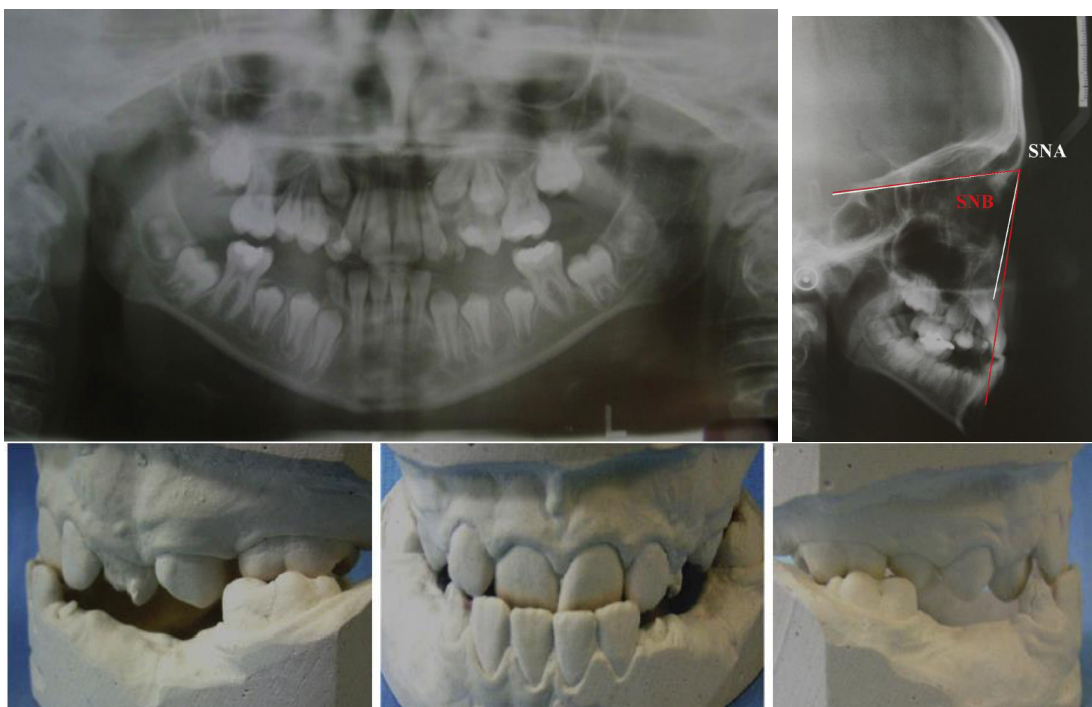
Radiografías de pretratamiento.⁶⁹
